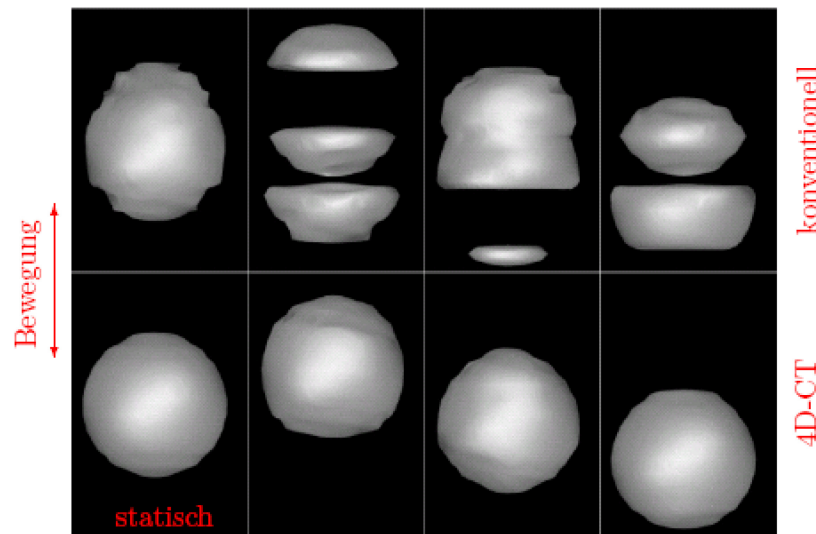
4D-CT einer Kugel. Die erste Zeile enthält CTs nach herkömmlicher Rekonstruktion, die im Ergebnis durch die Überlagerung von Scanbewegung des CT und Objektbewegung zu Artefakten führt. In der unteren Zeile finden sich neben einer statischen Referenzaufnahme (links) die Ergebnisse eines 4D-CT nach zeitlich aufgelöster Bildrekonstruktion. Bild aus (Rietzel et al. 2005).
